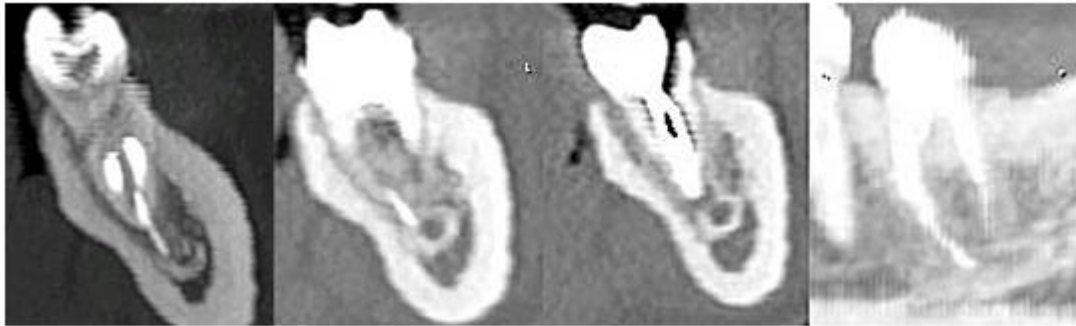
Reconstruções multiplanares do dente 37, que mostra tanto o instrumento endodôntico como a radiolucidez periapical em contato direto com o canal alveolar inferior.³³
